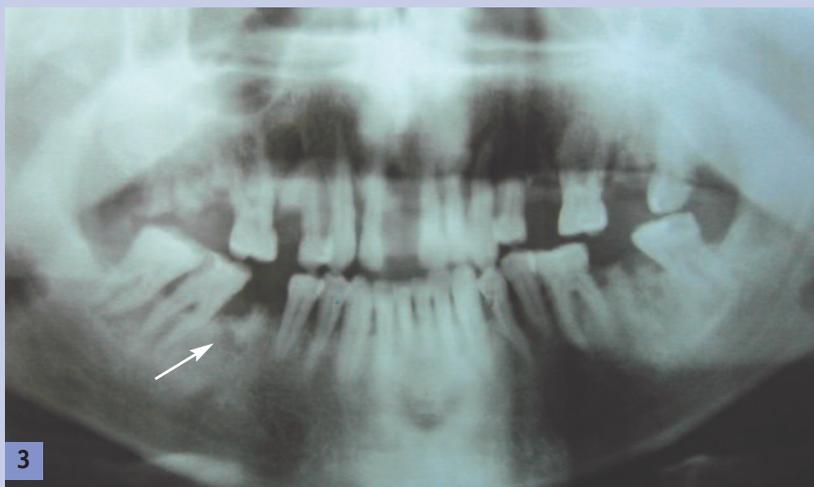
Radiographie panoramique montrant la présence de plusieurs dents à l'état de racines + 46 avec une seule racine et avec une radioclarité apicale.
